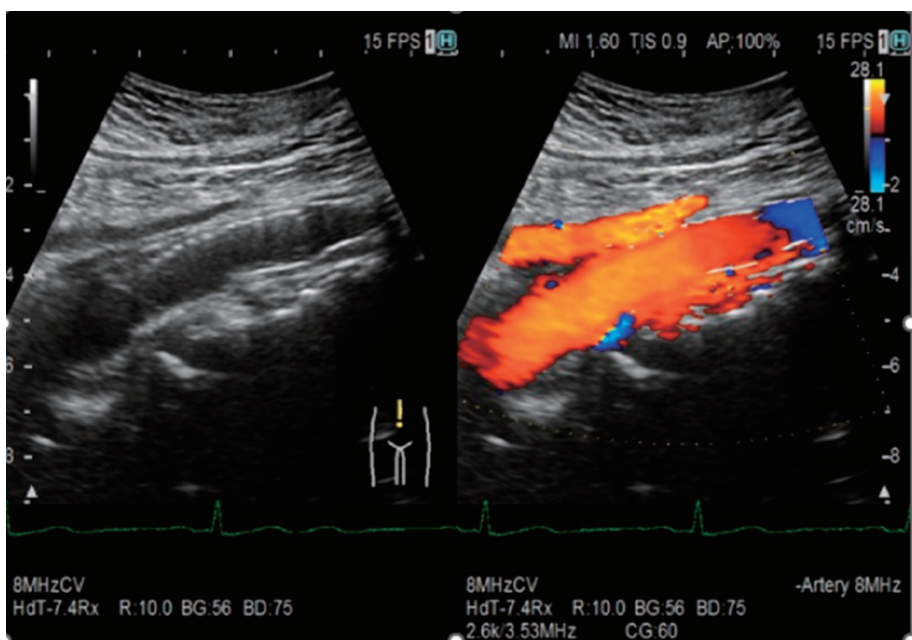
超音波検査カラードプラ法 終末大動脈 (治療後)
